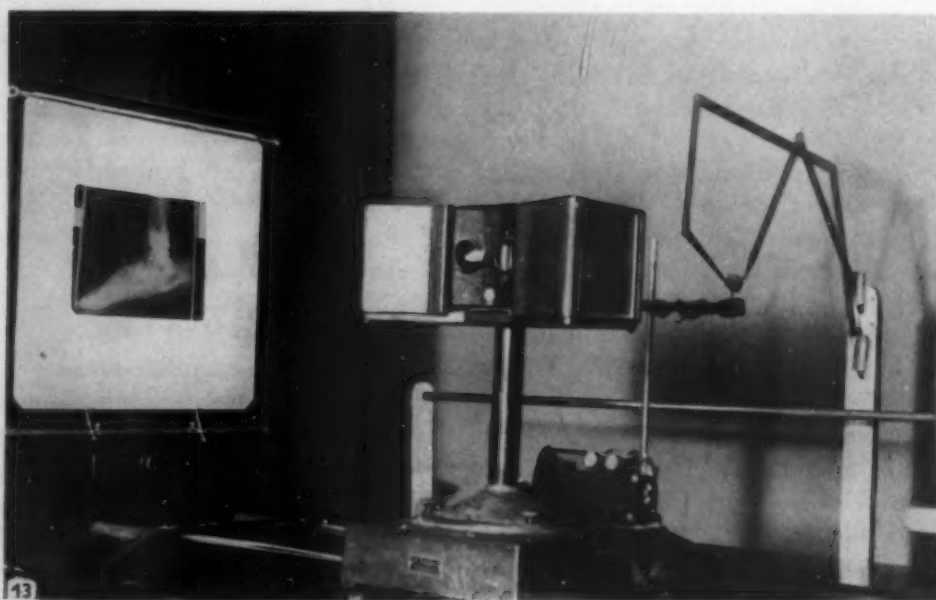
Haßelwanders Stereoskiagraph. Plastische Rekonstruktion eines Fußwurzelknochens im virtuellen Röntgenraumbild unter Zuhilfenahme zweier Tastzirkel.
